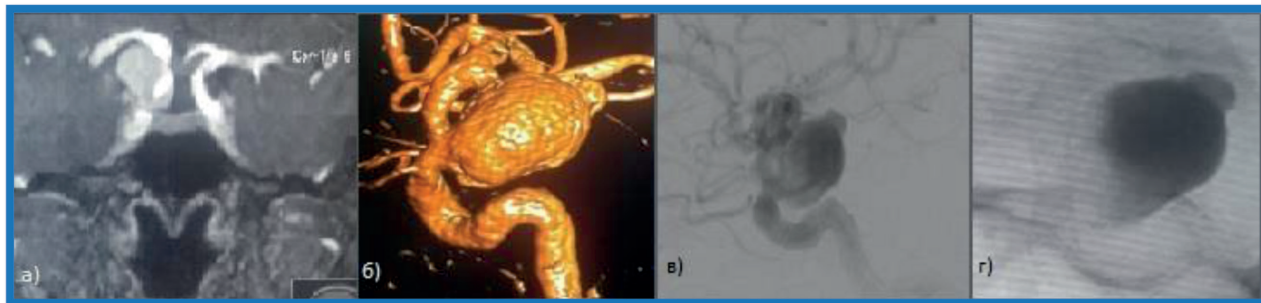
а) МРТ до установки ППС. б) 3D реконструкция в) СЦА до установки стента. г) СЦА после установки стента (степень А по ОКМ)
